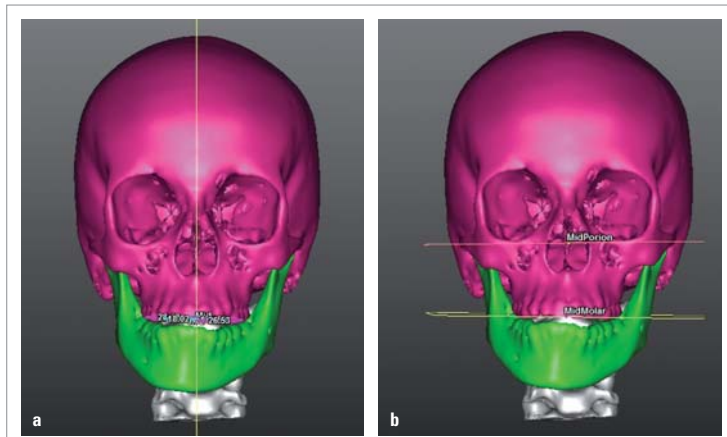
Das Maß der Asymmetrie in Form der Unterkieferabweichung (a) und der versetzten Okklusionsebene (b), dargestellt durch Computertomografie-Aufnahmen.
